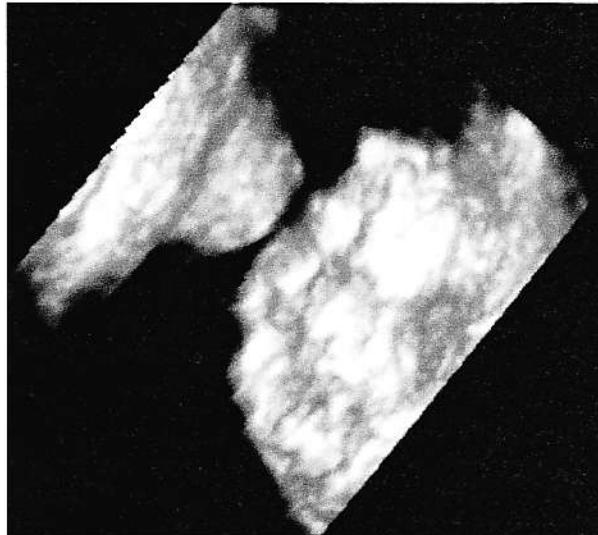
Neoplasm recto-sigmoidian proliferativ și infiltrativ – sunt prezentate leziuni „gemene” obținute după prelucrarea volumului ecografic prin „tăieri” multiple, succesive.
